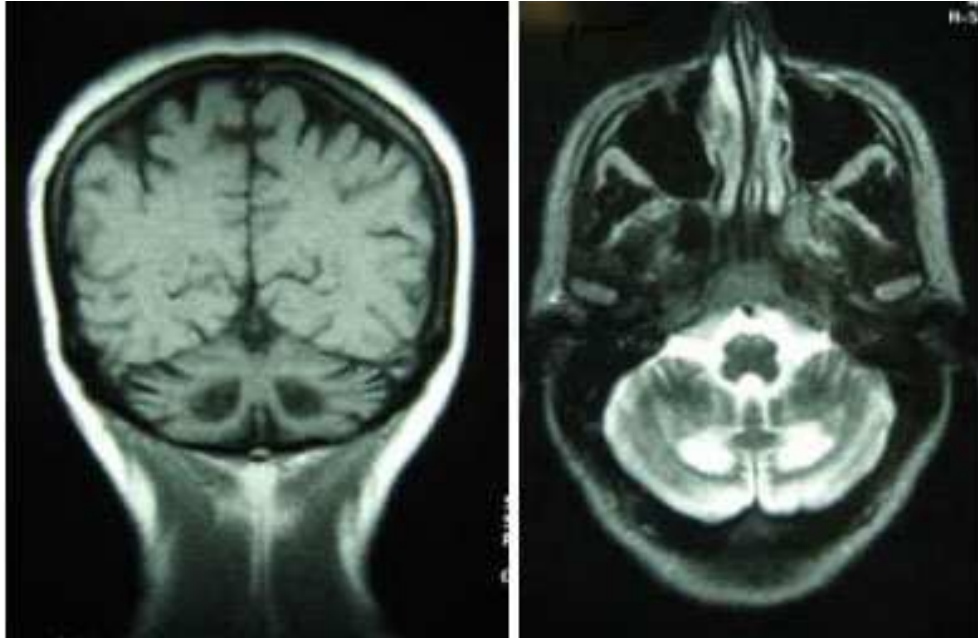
RM craneal, cortes coronal (T_1) y axial (T_2) que muestran una hiperintensidad simétrica a nivel de ambos núcleos dentados (caso 18).
